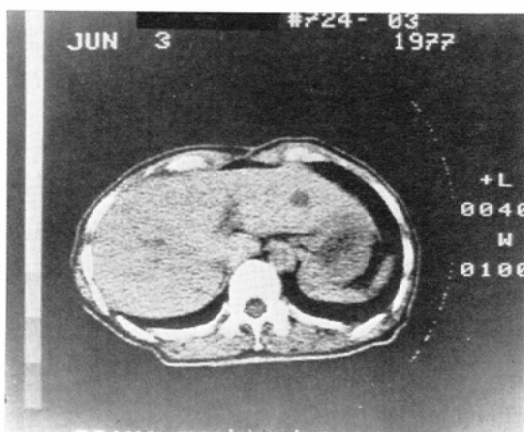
Case 5 CT image shows small low density areas in the both lobes.
